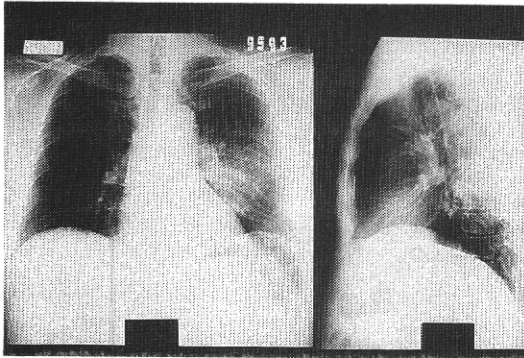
(症例1)胸部X線写真；左S<sup>6</sup>に浸潤影を認める。
